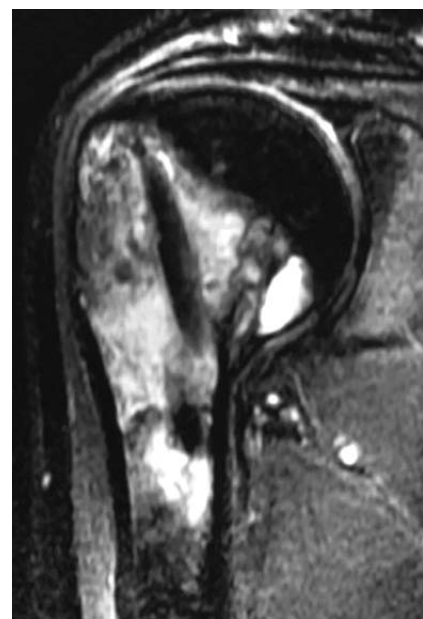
Та же больная, 4 мес после операции. На МРТ-срезах имеет место полное замещение коллапана неоднородной новообразованной тканью, с преобладанием очажков костеобразования на месте гранул препарата. Изменений в состоянии аллотрансплантатов не отмечено.
